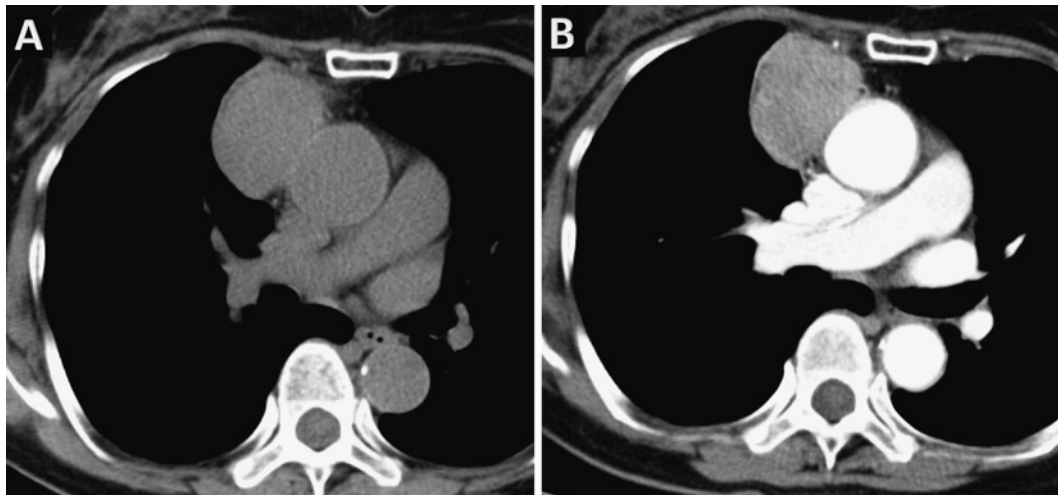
A chest CT scan showing a mass measuring $65 \times 45 \times 35$ mm in the superior mediastinum (A). This mass was enhanced heterogeneously and adhered to the pleura and ascending aorta, but there was no sign of infiltration (B).
